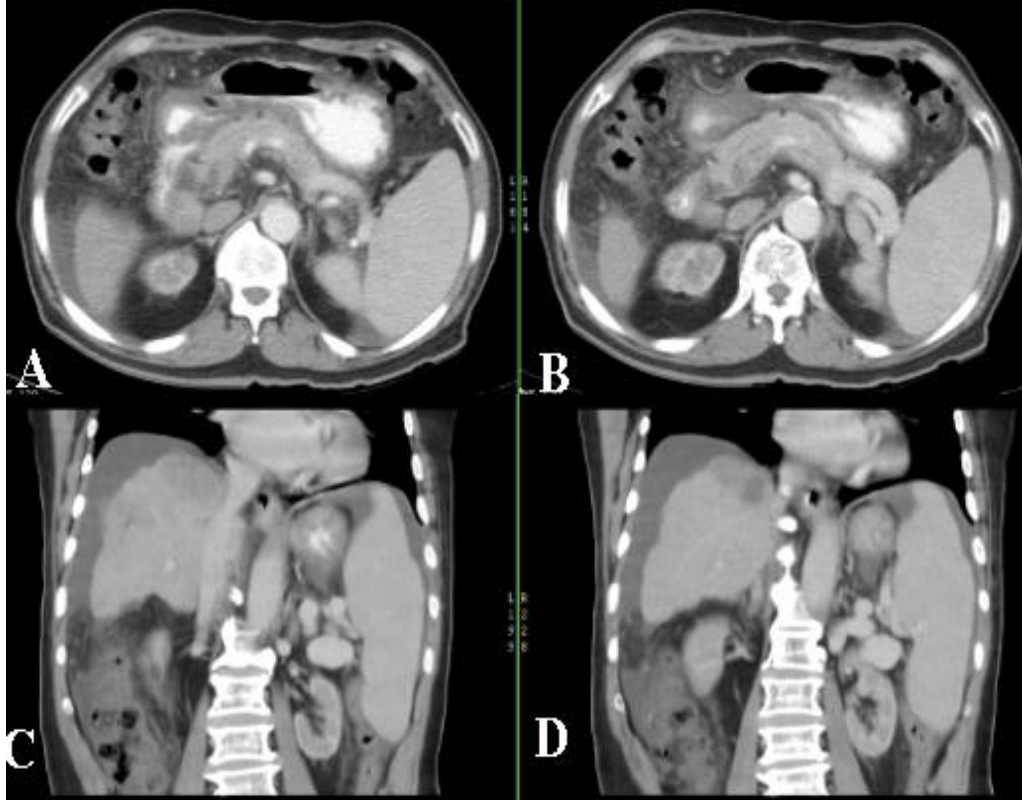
TC Trifásica de Hígado (Fase arterial). Imágenes A, B, C, D, E y F en corte axial. Se observa al hígado de dimensiones normales, de contornos irregulares lobulados con marcados cambios de la morfología y presencia de pseudonodulaciones de variables dimensiones que oscilan entre los 4cm proyectado sobre el segmento VII-VIII y IV del lóbulo derecho, estas lesiones pseudo-nodulares realzan en la fase arterial. Se observa la presencia de líquido libre abdominal peri-hepático y peri-esplénico.
